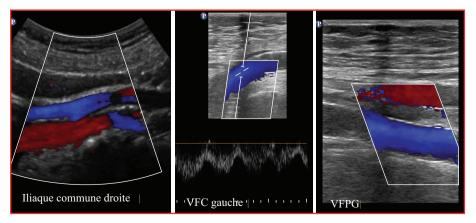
Même écho-doppler avec aspect normal des veines iliaques droite et gauche, ainsi que des veines fémorale commune et profonde gauche.
